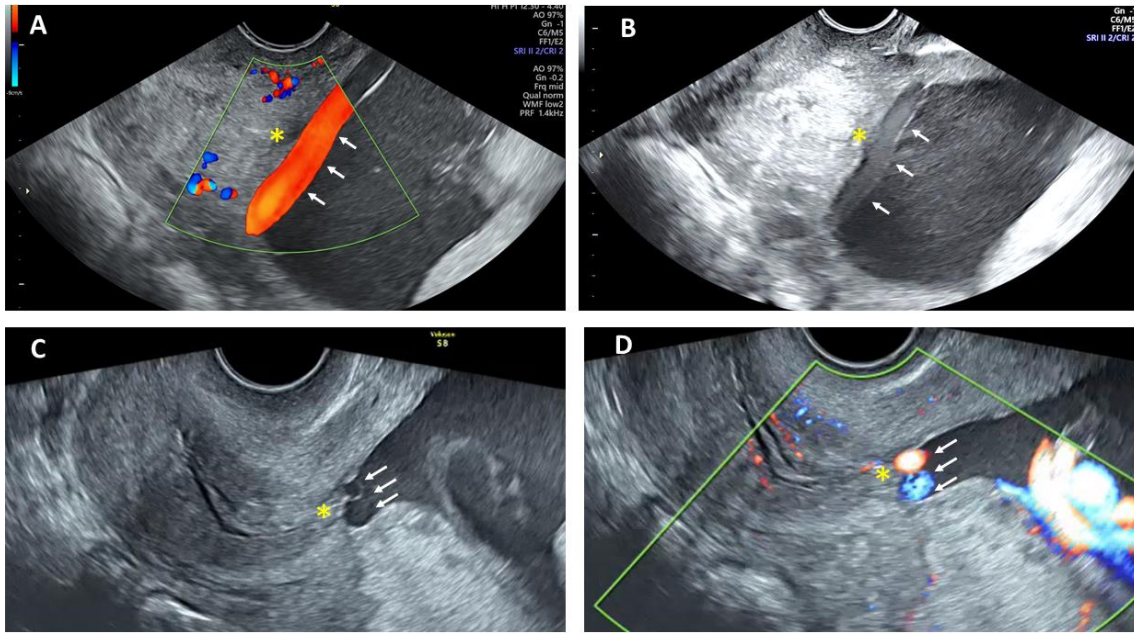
Imágenes ecográficas de vasa previa. A i B. Identificamos un vaso velamentoso fetal (flechas blancas) con Doppler color (A) y en escala de grises (B) con trayecto vertical pasando por delante de OCI (asterisco amarillo). C i D: Identificamos dos vasos velamentosos fetales (flechas blancas) con trayecto transverso (“signo burbuja”) pasando por delante de OCI (asterisco amarillo).
